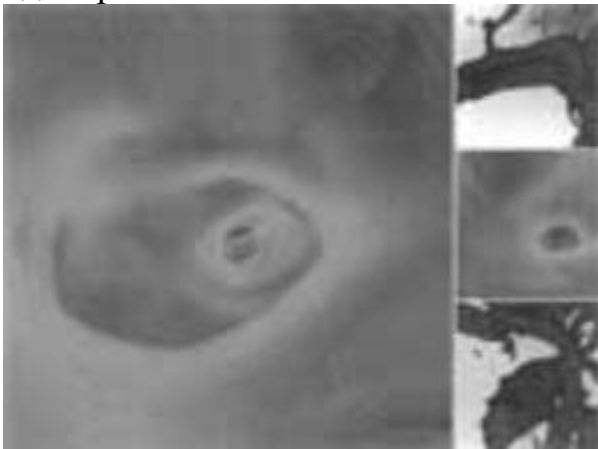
Виртуальная артериограмма (вид «изнутри») средней мозговой артерии. Реконструкция данных спиральной компьютерной томографии.
